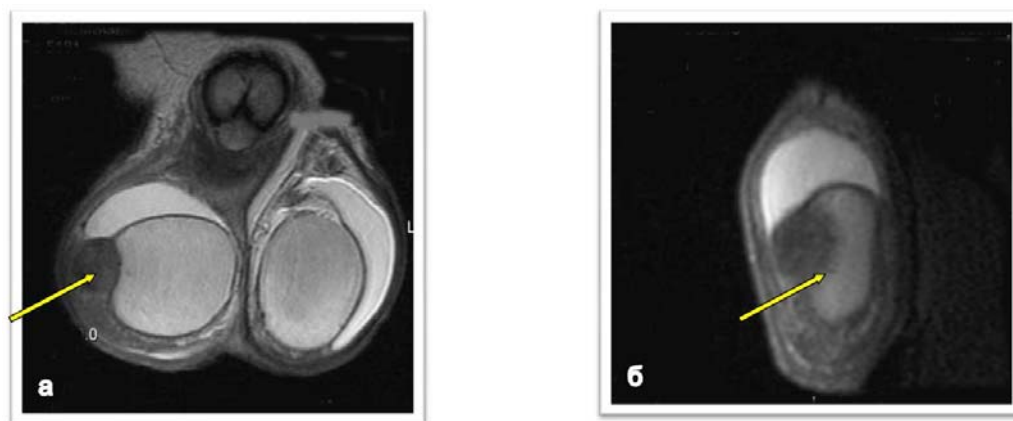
(а,б). Магнитно-резонансные томограммы
